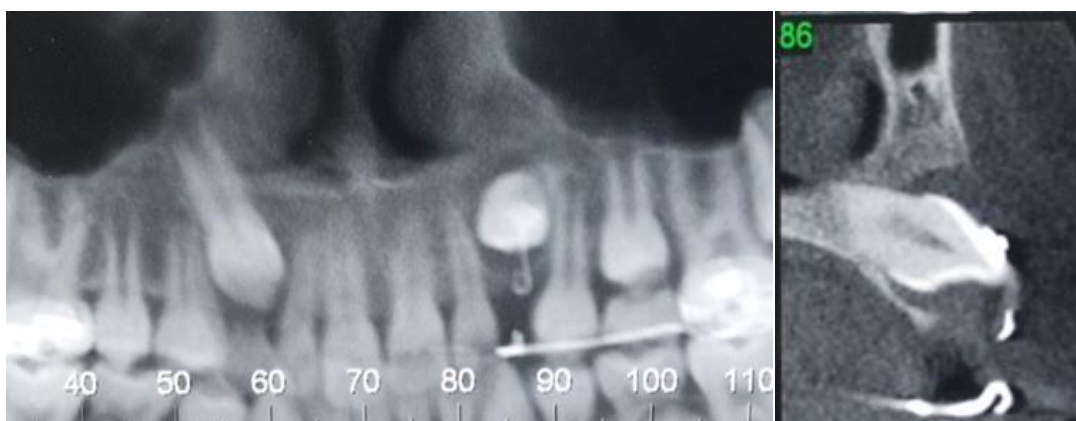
Tomografia computadorizada após início do tracionamento: A) Vista panorâmica e B) Corte Sagital.
